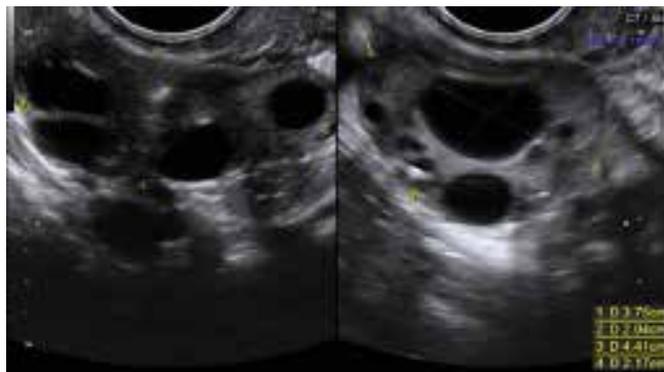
USG endovaginal: ovarios sobreestimados con varios folículos
